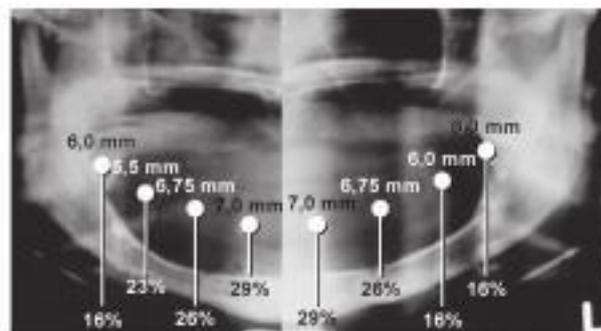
Radiografía panorámica con marcadores esféricos de acero de tamaño estándar colocados alrededor de la cresta. La magnificación varía de una zona a otra.
